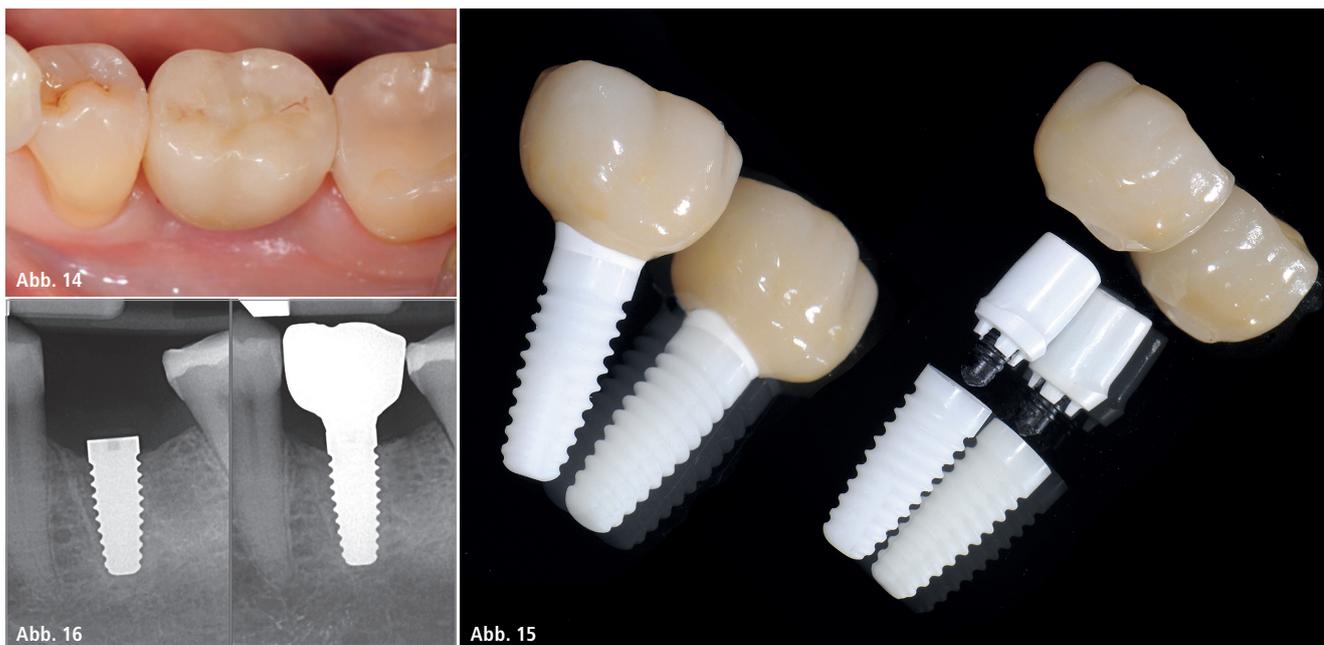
Krone mit Kompositverschluss des Schraubenzugangskanals. – Abb. 15: ZERAMEX® XT – the next Generation. – Abb. 16: Postoperative Röntgenkontrolle vier Monate nach Versorgung.
